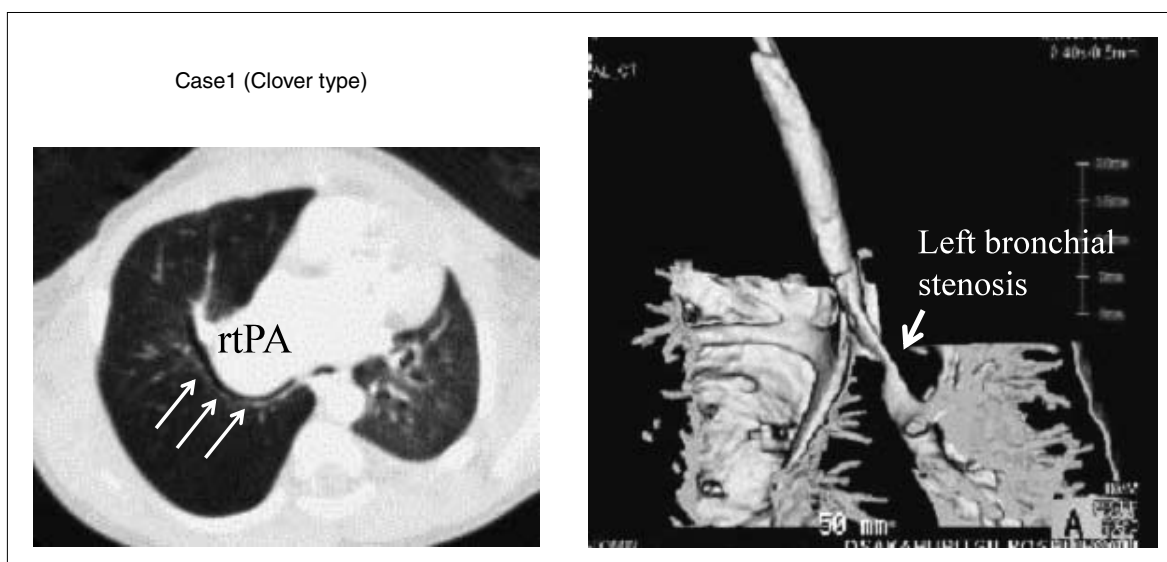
CT images of bilateral main bronchial stenosis (case1)
